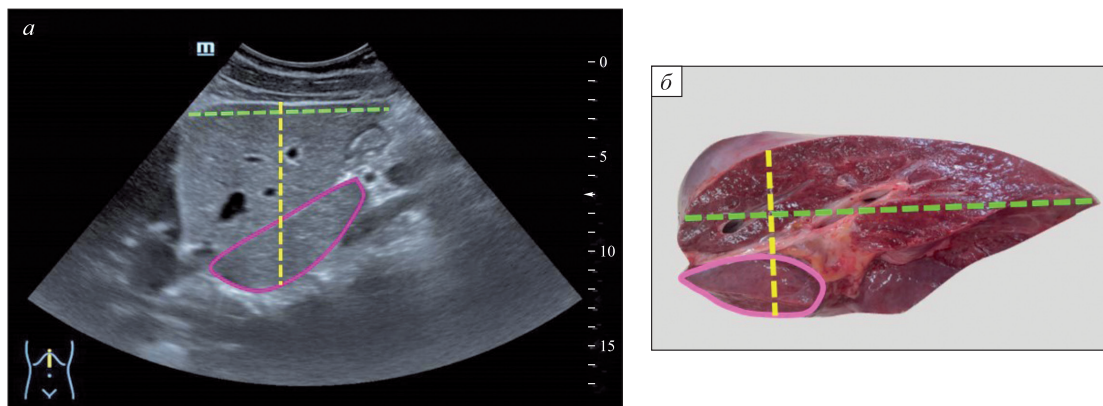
Сопоставление измерений левой функциональной доли печени при УЗИ (а) и после вскрытия (б). Желтым цветом обозначен ПЗР, зеленым – ККР, розовым обведена хвостатая доля
